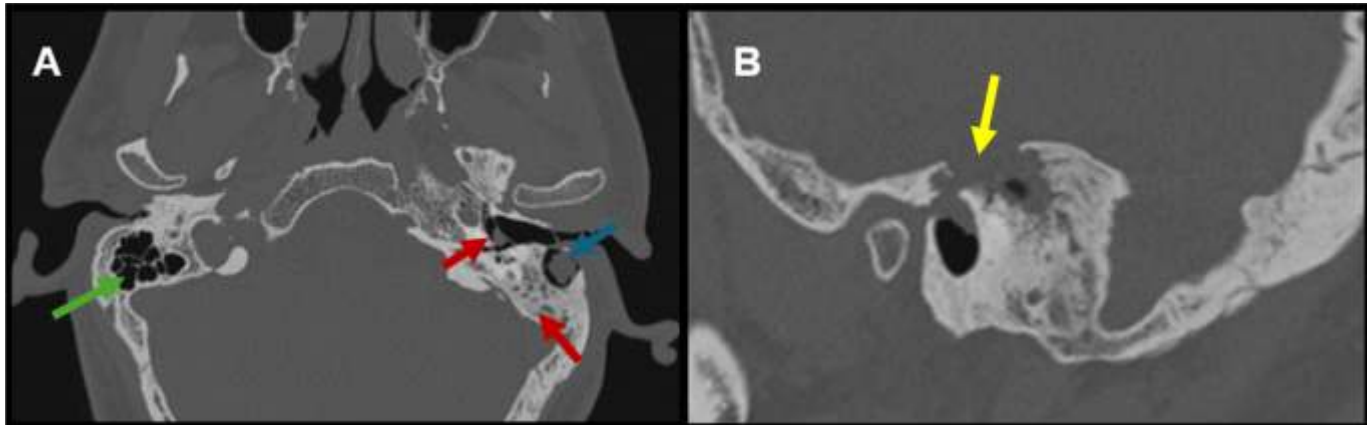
TC de peñascos, A. Cortes coronales comparativos, B. Corte sagital peñasco izquierdo. Se observa asimetría marcada: Mastoides derecha neumatizada (Flecha verde) vs. Mastoides izquierda con esclerosis y ocupación de celdillas mastoideas con material hipodenso que se entienda al oído medio (Flechas rojas), con solución extensa de continuidad en el techo que comunica con fosa craneal media (Flecha amarilla), además de área hipo-isodensa con el LCR con relación a cavidad secuelar (Flecha azul).
